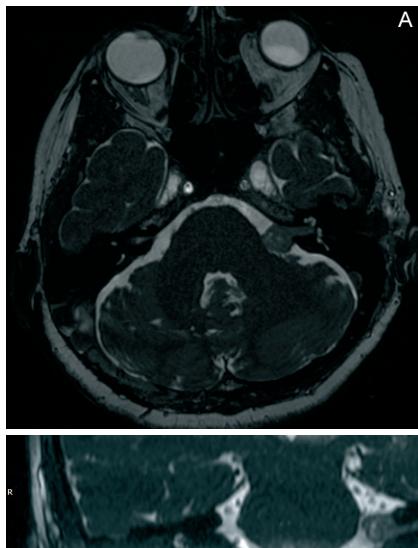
RM encefalo senza m.d.c. (marzo 2020): scansione assiale (A) e coronale (B).
